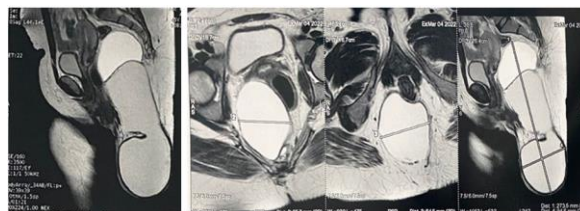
IRM initial en coupe sagittale et transversale de la volumineuse masse
